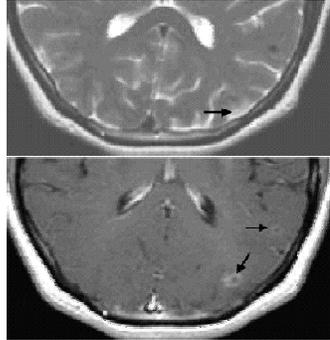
Estado granular-nodular. A) RM ponderada en T2 en la que se objetivan dos lesiones hipointensas mal delimitadas con ligero edema perilesional (flechas). B) RM ponderada en T1 tras administración de contraste i.v. en el mismo paciente. Ambas lesiones presentan realce anular (flechas).
